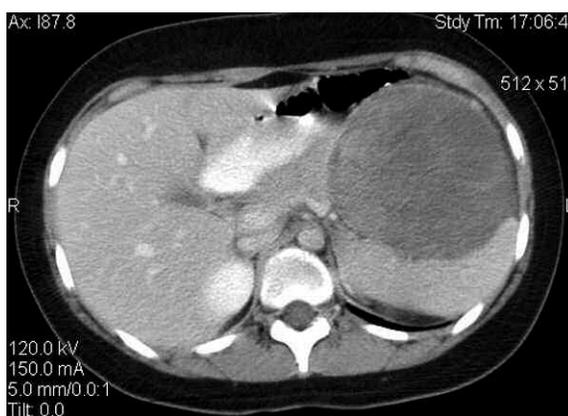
TC con contraste. Corte levemente superior que muestra falta de plano de clivaje de la lesión con el borde esplénico.
